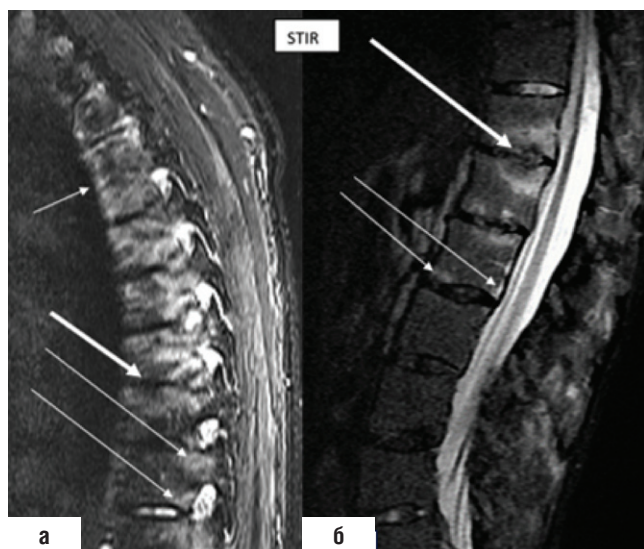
МРТ грудного (а) и поясничного (б) отделов позвоночника в режиме STIR T2: показаны активные воспалительные изменения в телах позвонков, отек костного мозга в передних углах тел позвонков (тонкие стрелки) при анкилозирующем спондилите; спондилит (толстые стрелки) (снимки из фильмотеки А.В. Смирнова)
